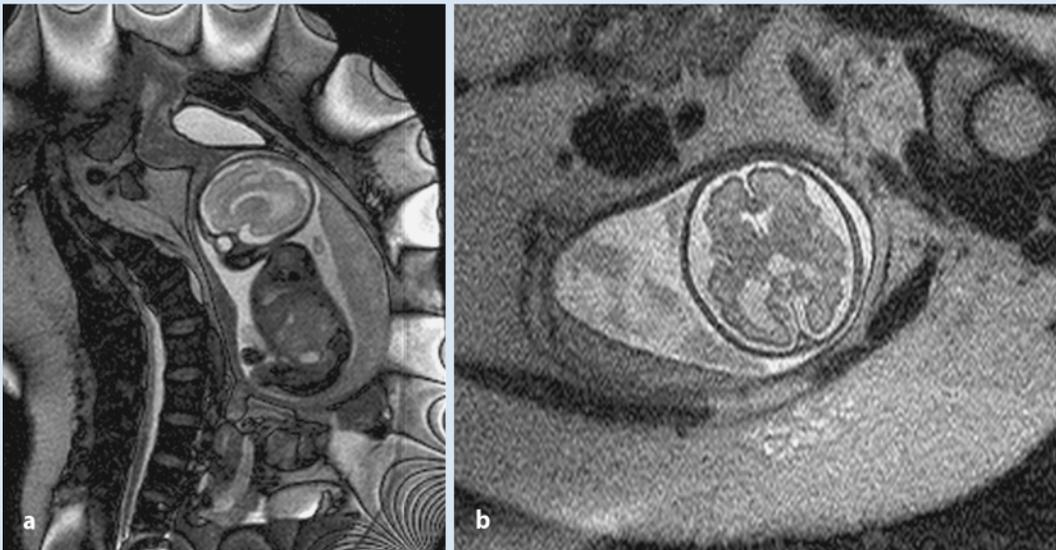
b ▲ 30. Schwangerschaftswoche (SSW), Verdacht auf Fehlbildung bei der aufgrund von Fettleibigkeit der Schwangeren (120 kg KG bei 170 cm Körpergröße, Body Mass Index 42) kein konklusiver US-Befund erhalten werden konnte. a Sagittales T2-gewichtetes Bild; trotz auch für die MRT ungünstigen Bedingungen, die zu Artefakten am Bildrand führt, kann die Pathologie (unilaterale Ventrikulomegalie) erkannt werden; das große Bildfeld erlaubt die Beurteilung des gesamten Uterusinhalts. b Axiales T2-gewichtetes Bild: Darstellung einer unilateralen Ventrikulomegalie; aufgrund des körperlichen Habitus der Schwangeren wurde zur Untersuchung die integrierte Körperspule verwendet; die relativ weite Entfernung der Empfangselemente vom Fetus beeinträchtigt hier die Bildqualität
